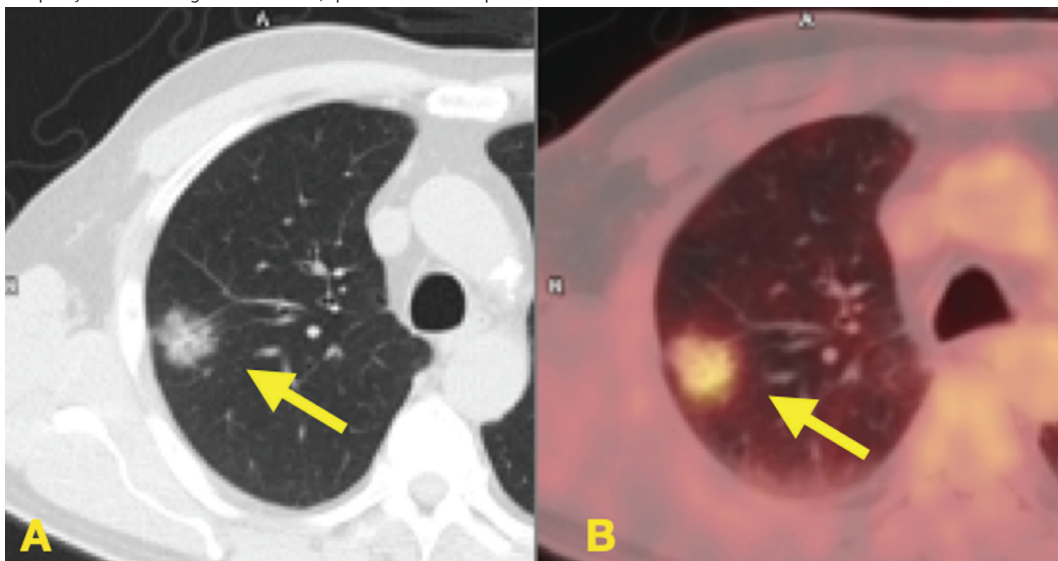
A - TC do tórax e fusão do PET-CT FDG nos planos axiais mostrando nódulo pulmonar subsólido e hipermetabólico medindo 2,8 cm no maior diâmetro, com componente sólido de difícil mensuração.
